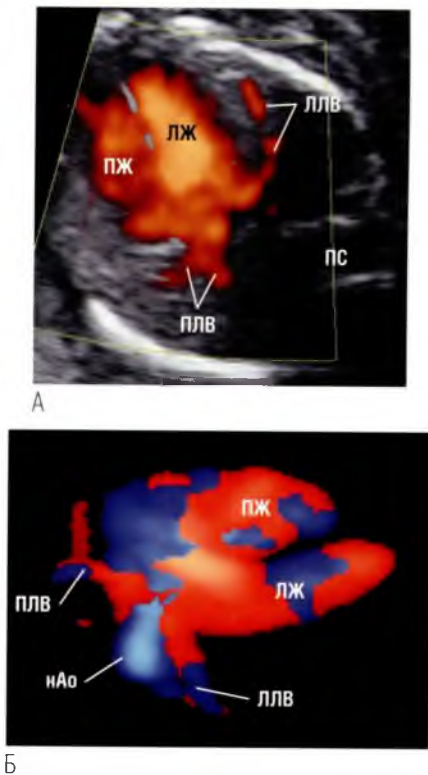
(А) Энергетическая доплерэхокардиография легочных вен, которые отчетливо прослеживаются на значительном протяжении в паренхиме левого легкого. Правые легочные вены (ПЛВ) картируются до разветвлений 1-го порядка. Энергетическая доплерэхокардиография информативна при сканировании сосудов с низкими скоростью и объемом кровотока, но из-за отсутствия информации о направлении кровотока энергетическую доплерэхокардиографию применяют редко. (Б) Трехмерная поверхностная реконструкция полостей желудочков. Легочные вены, впадающие в полость левого предсердия, четко визуализируются по обе стороны от нисходящего отдела аорты (Ао). ЛЖ – левый желудочек; ЛЛВ – левая легочная вена; ПЖ – правый желудочек; ПС – позвоночный столб.
